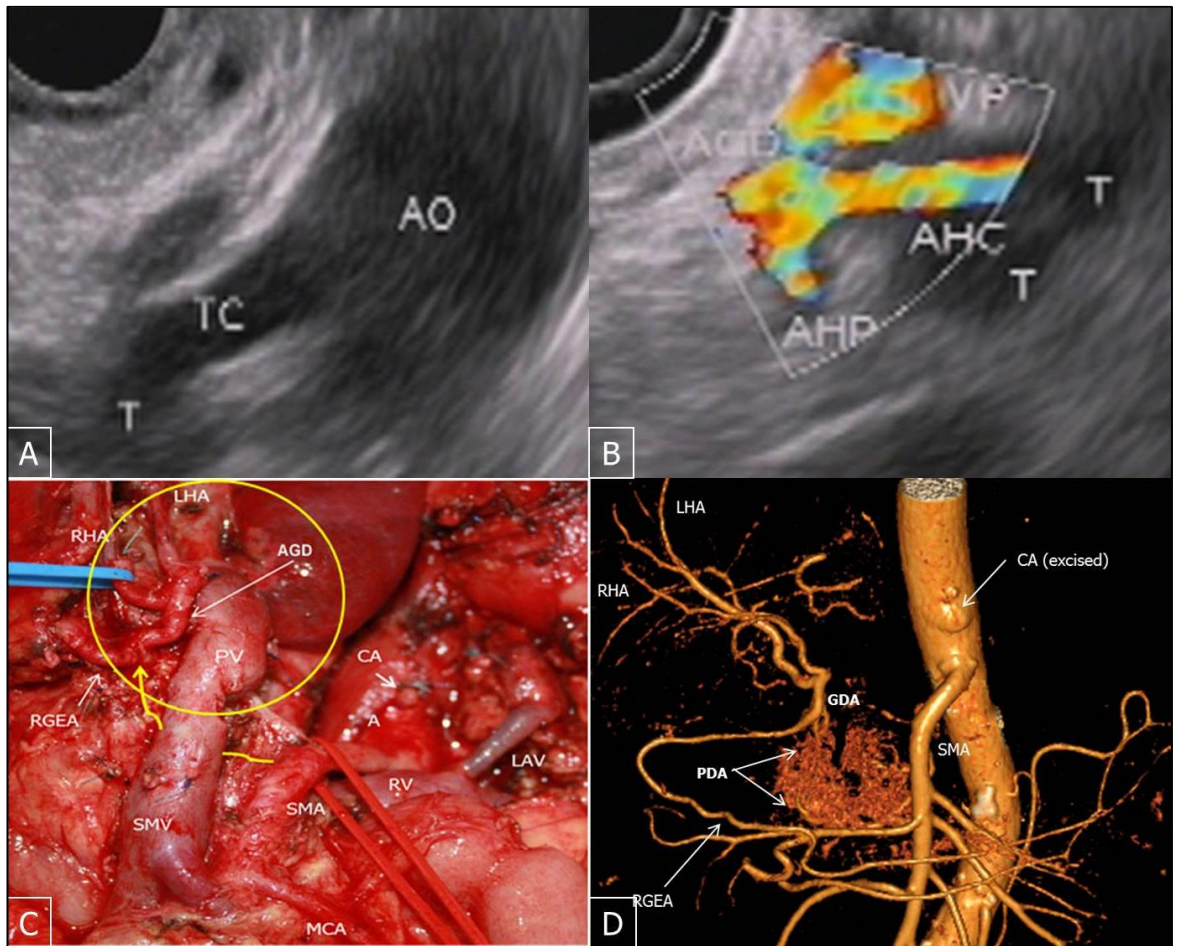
Клиническое наблюдение. А,В - эндосонограммы до операции: А-сканирование из тела желудка, инвазия чревного ствола; В-сканирование из луковицы ДПК, зона деления общей печеночной артерии, гастродуоденальная и собственно печеночная артерии интактны; С-интраоперационное фото после удаления опухоли: чревный ствол (указан стрелкой) резецирован и перевязан, зона деления общей печеночной артерии, гастродуоденальная и собственно печеночная артерия (указаны стрелками) интактны; D - КТ-ангиография с 3D реконструкцией после операции: кровоснабжение печени осуществляется из системы верхней брыжеечной артерии через гастродуоденальную артерию.
